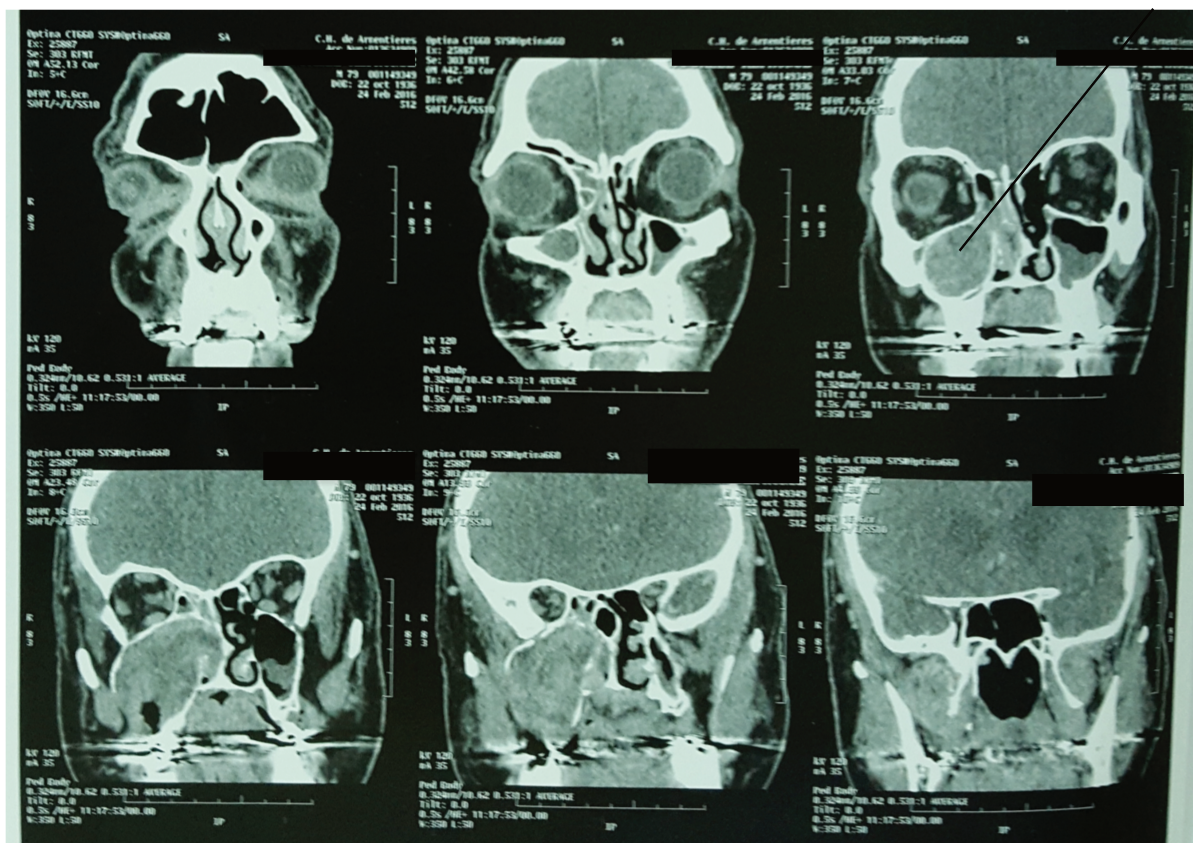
Coupe coronale TDM injecté pré-opératoire – Service ORL CHRU Lille Drs Mortuaire, Langlois, Lacheretz(80).
